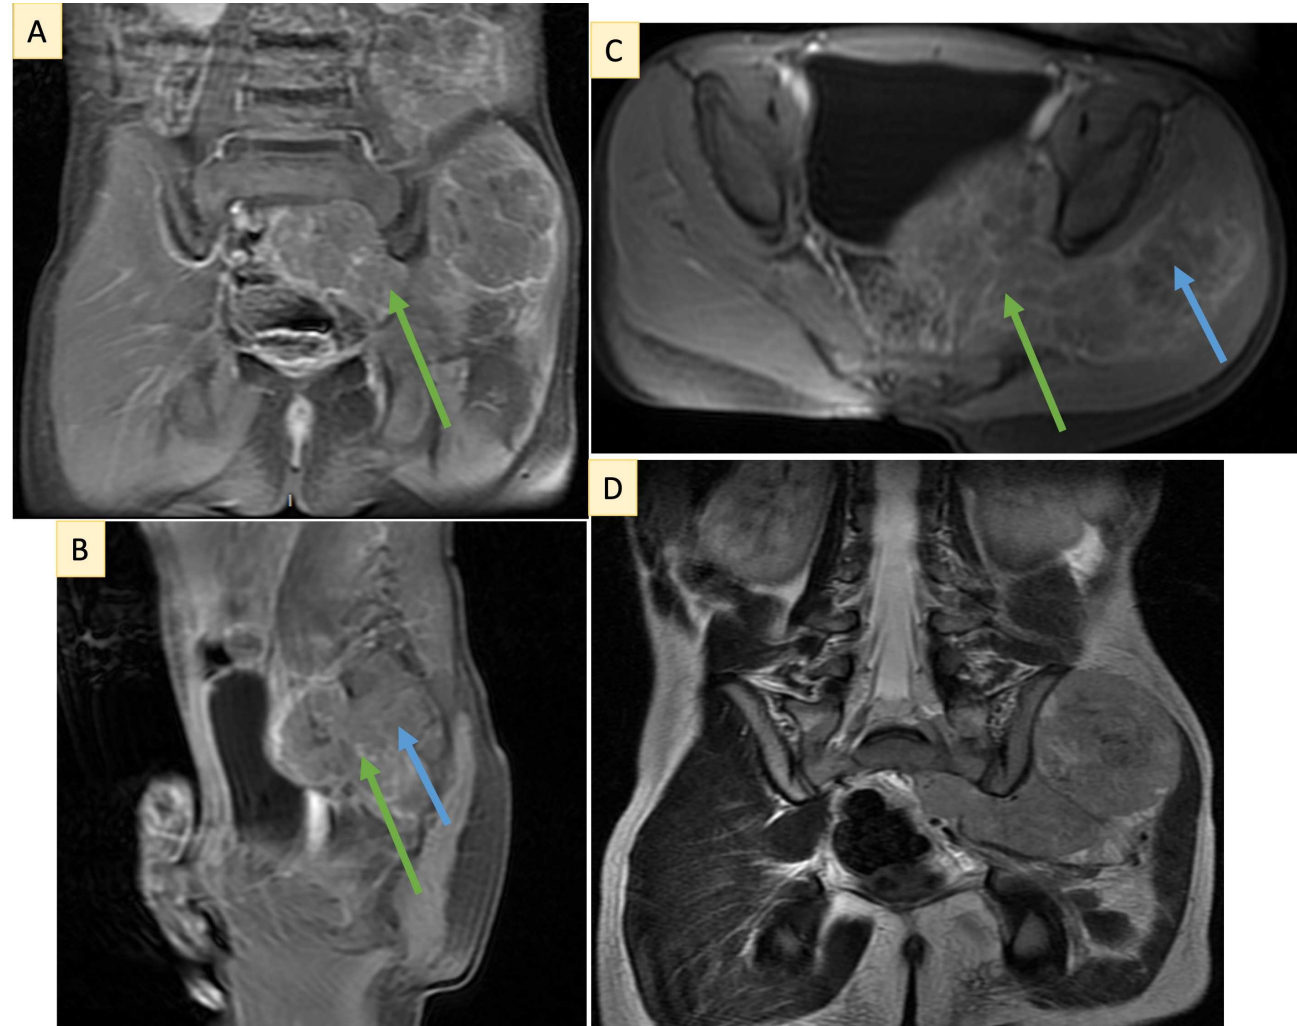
Correspondiente al paciente de la Figura 15. RM de pelvis: figuras A, B, C, T1 supresión grasa con contraste, planos coronal, sagital y transversal, muestran una lesión heterogénea con realce que se extiende hacia el foramen ciático mayor; (D) Secuencia coronal TSE T2.
